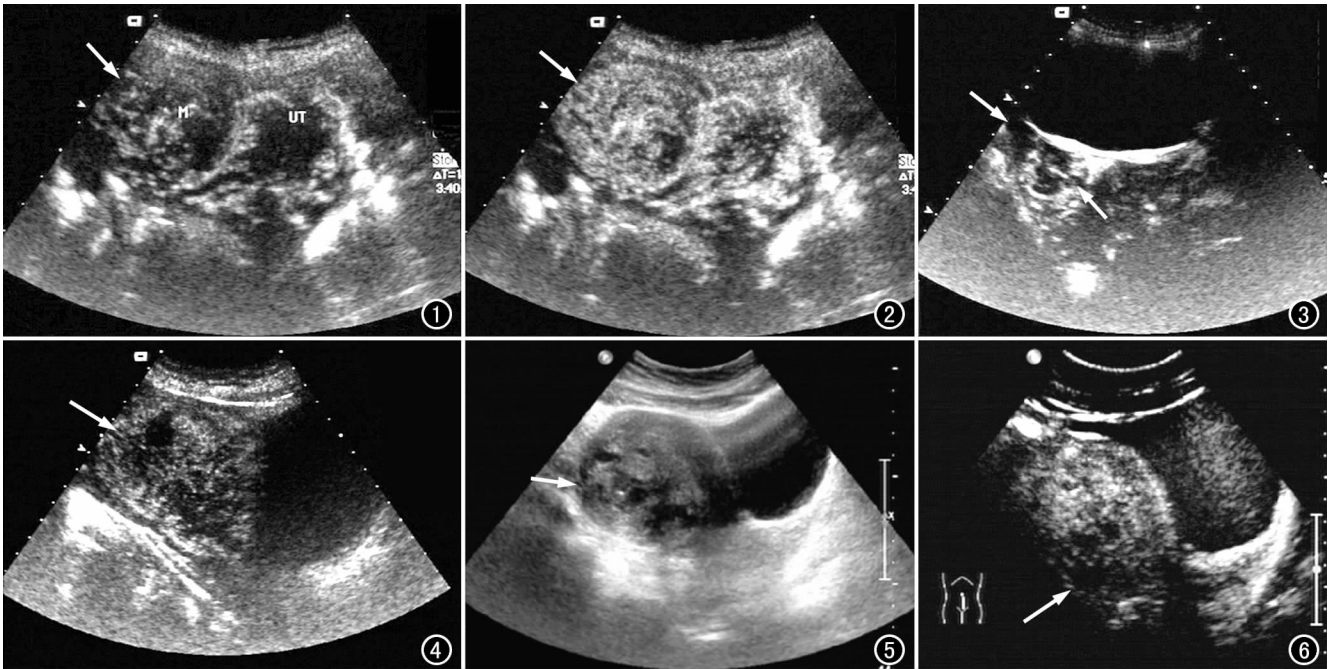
子宫右侧壁肌瘤可见包膜先增强,呈特征性的环状增强影(箭)。图 2 子宫前壁肌瘤瘤体呈“团块状”增强(箭)。图 3 子宫前壁小肌瘤可见双重增强方式,存在环形包膜增强与蚓状滋养血管伸入其内(箭)。图 4 子宫腺肌症。病变部位与周边肌层同步增强,同步减退,且内部增强不均匀(箭),可见虫蚀样充盈缺损区。图 5 子宫后壁异常回声的二维图像类似肌瘤囊性变表现(箭)。图 6 超声造影显示后壁异常回声无环形增强,与肌层同步增强,且其内可见虫蚀样充盈缺损区(箭)。
